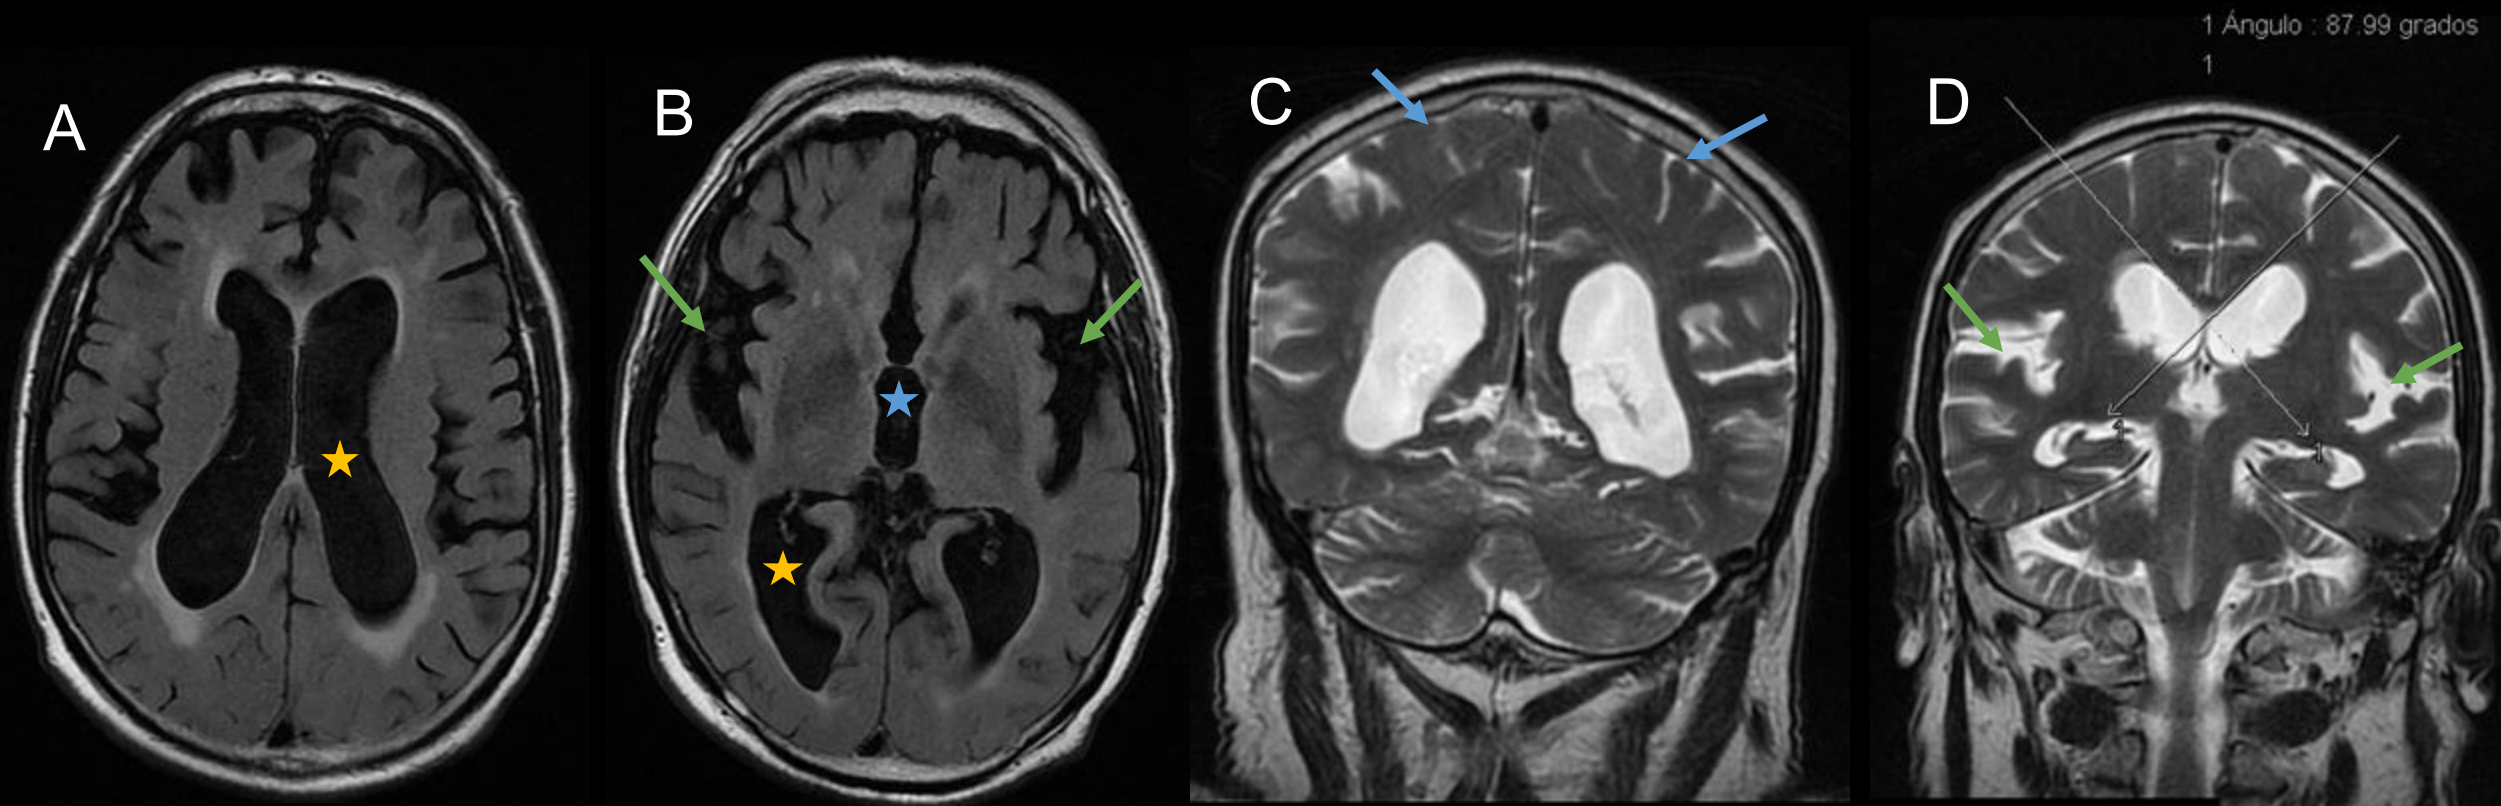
RM de cráneo simple en paciente con HPNi. A) y B) Secuencia T2FLAIR axial. Se observa dilatación de ventrículos laterales (estrellas naranjas) y de III ventrículo (estrella azul) y dilatación de las cisuras laterales (flechas verdes). C) y D) Secuencia T2FSE coronal. Se observa colapso de los surcos superiores (flechas azules), dilatación de los laterales (flechas verdes) y un ángulo calloso posterior $< 90^\circ$ (Imagen D).
